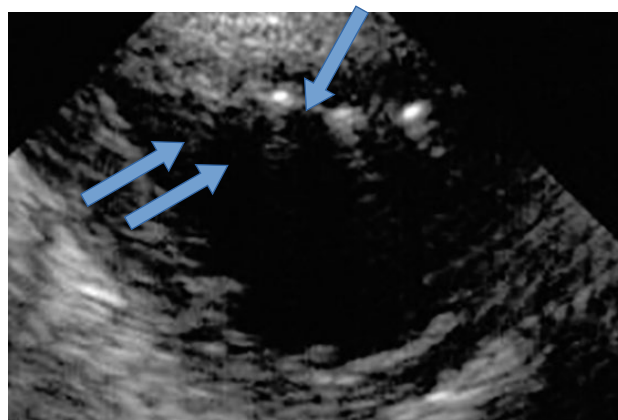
USG Scan of the patients: intramural and intraluminal gas in the bladder.
